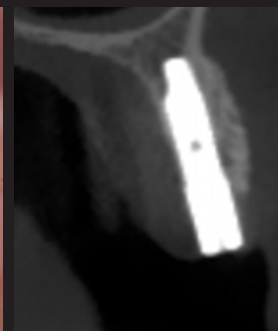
Imagen CBCT post-operatoria.
